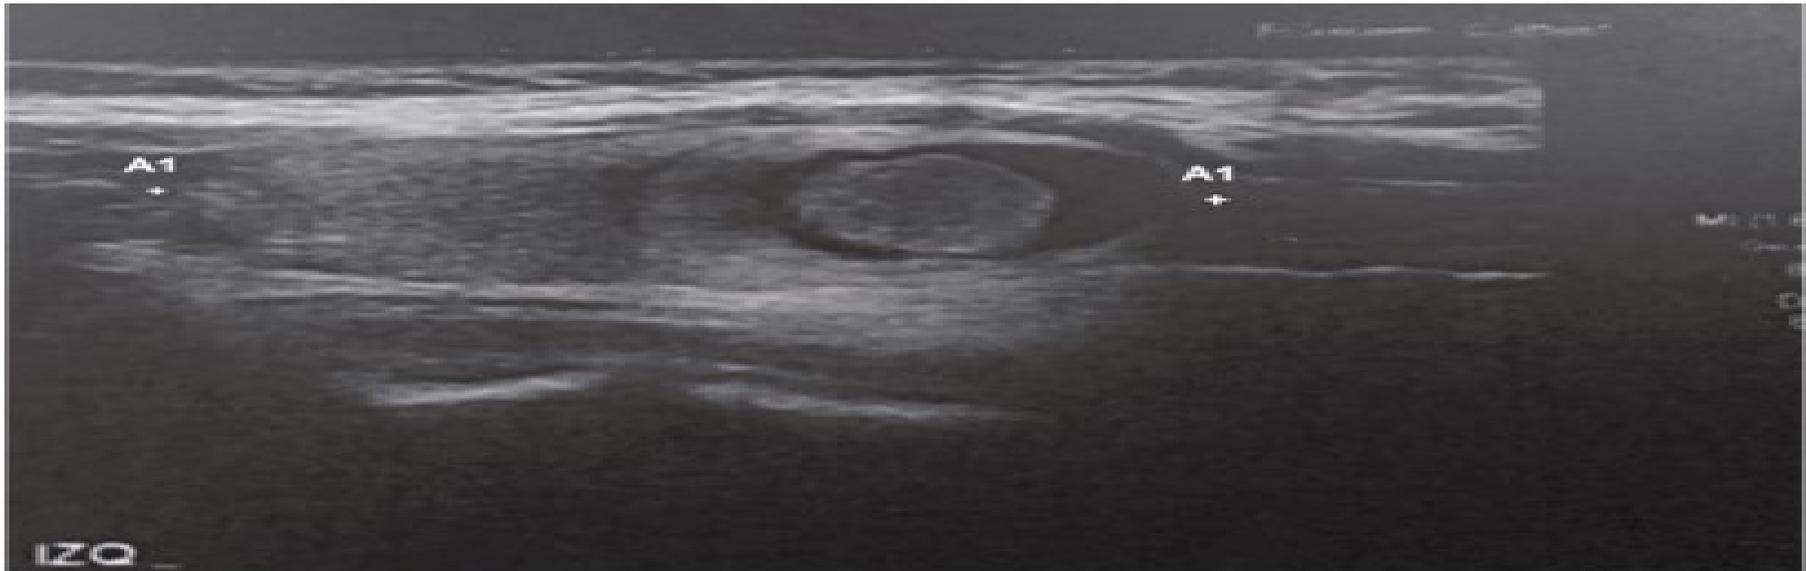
Ecografía tiroidea paciente. Nódulo tiroideo izquierdo con transformación quística exocéntrica la cual posee otra imagen nodular, de 20x12x19 mm.
